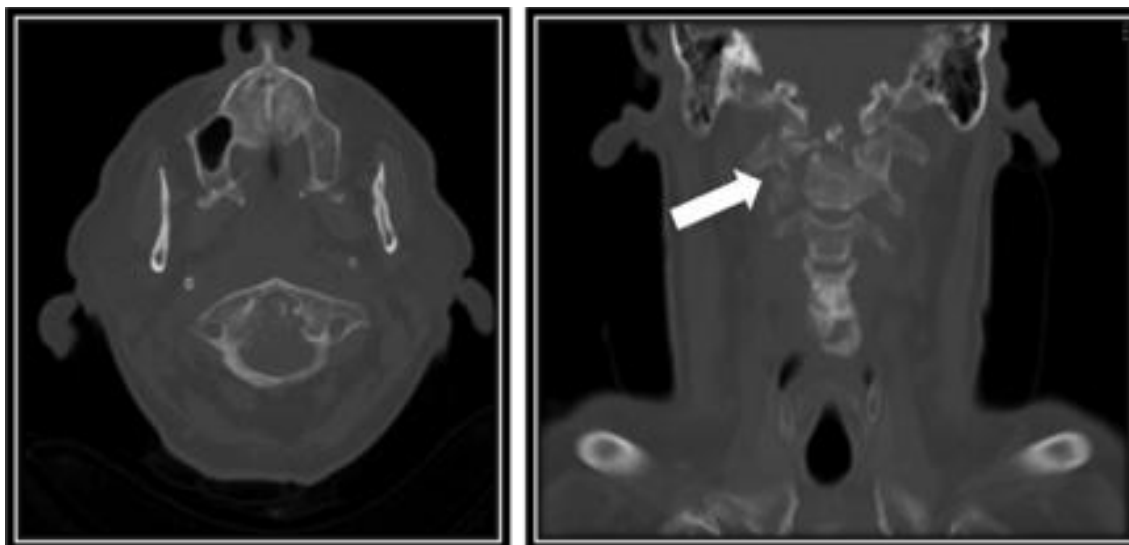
Tomografía Axial Computarizada (TAC) de base del cráneo y columna cervical muestra severa afectación de la articulación Atlantooccipital y Atlantoaxial con destrucción ósea del hueso occipital en su porción basilar (Clivus) y ambos cóndilos.
